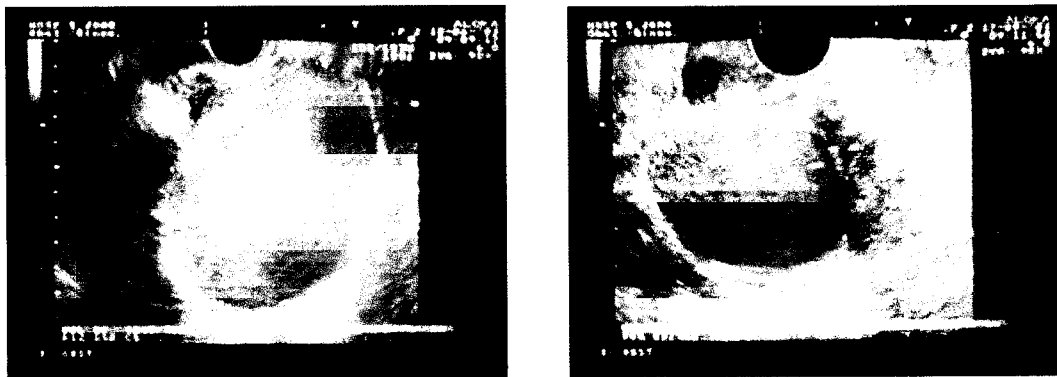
Imagens representativas de endometriomas obtidas por ultrasonografia transvaginal. De realçar o padrão típico do conteúdo da lesão caracterizado por ecos internos difusos de baixa intensidade.
